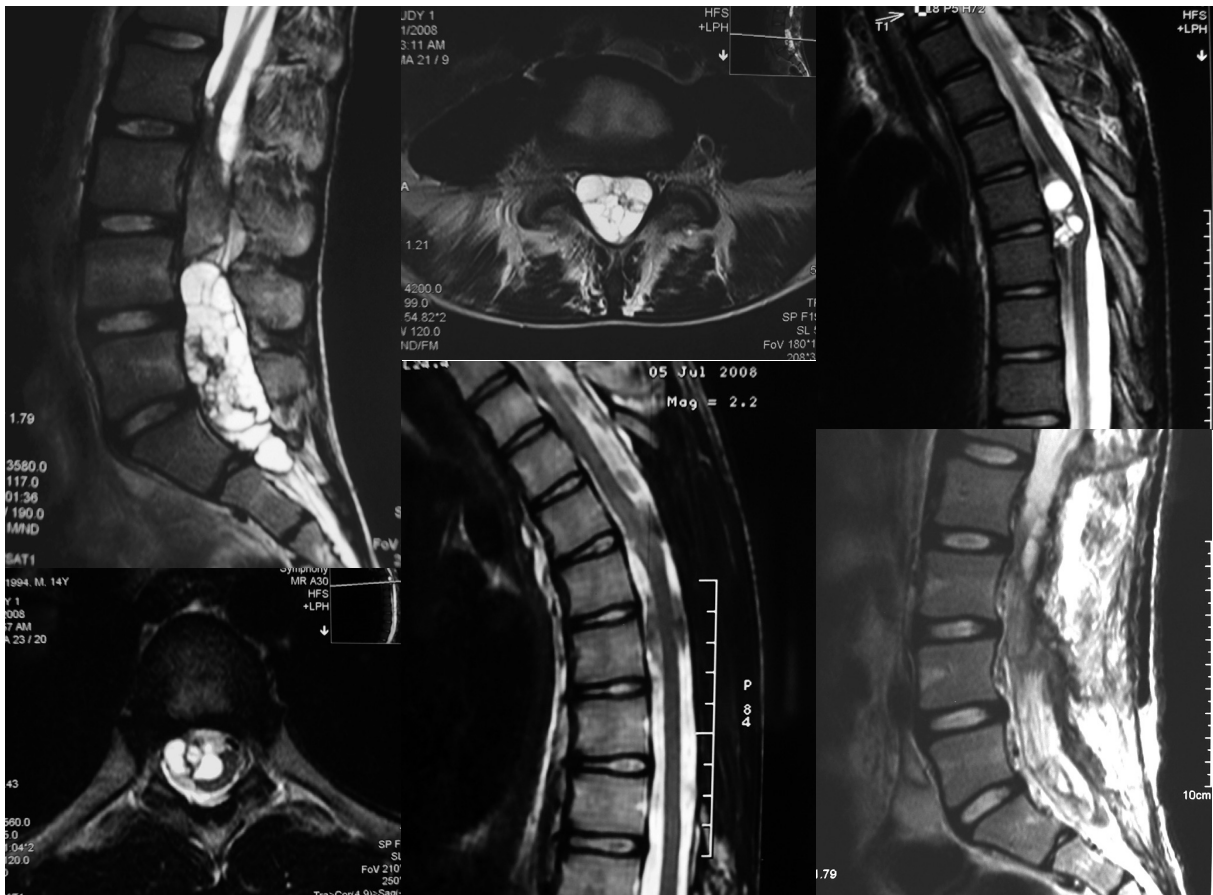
a. Sagittal T2 weighted MR image shows cysts formation from L3 to S2 level. b. Axial T2 weighted MR image shows a lot of intradural extramedullary multiseptate cysts from L4 level. c. Sagittal T2 weighted MR image shows cystic lesions that is almost isodense with cerebrospinal fluid, causing intradural extension and spinal cord compression at the T5 level. d. Axial T2 weighted MR image shows multi-cystic lesions were compressed the dural sac mediolaterally, predominantly at right side at the T5 level. e. Three month follow-up thoracic sagittal T2 weighted MR image shows total removal of the cysts. f. Three month follow-up lumbar sagittal T2 weighted MR image shows residual cyst. g. Residual hydatid cyst was totally removed in the MRI examination postoperatively.
